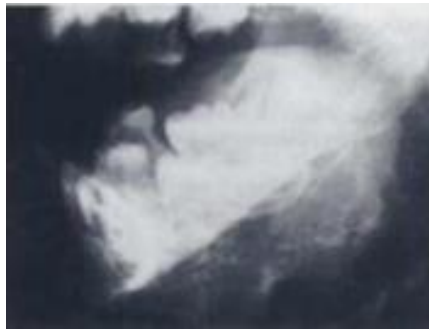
La radiografía lateral que revela una gran zona mixta, indicativa de exceso de formación de hueso de la mandíbula. Tomado de Martínez, 2007.<sup>16</sup>
